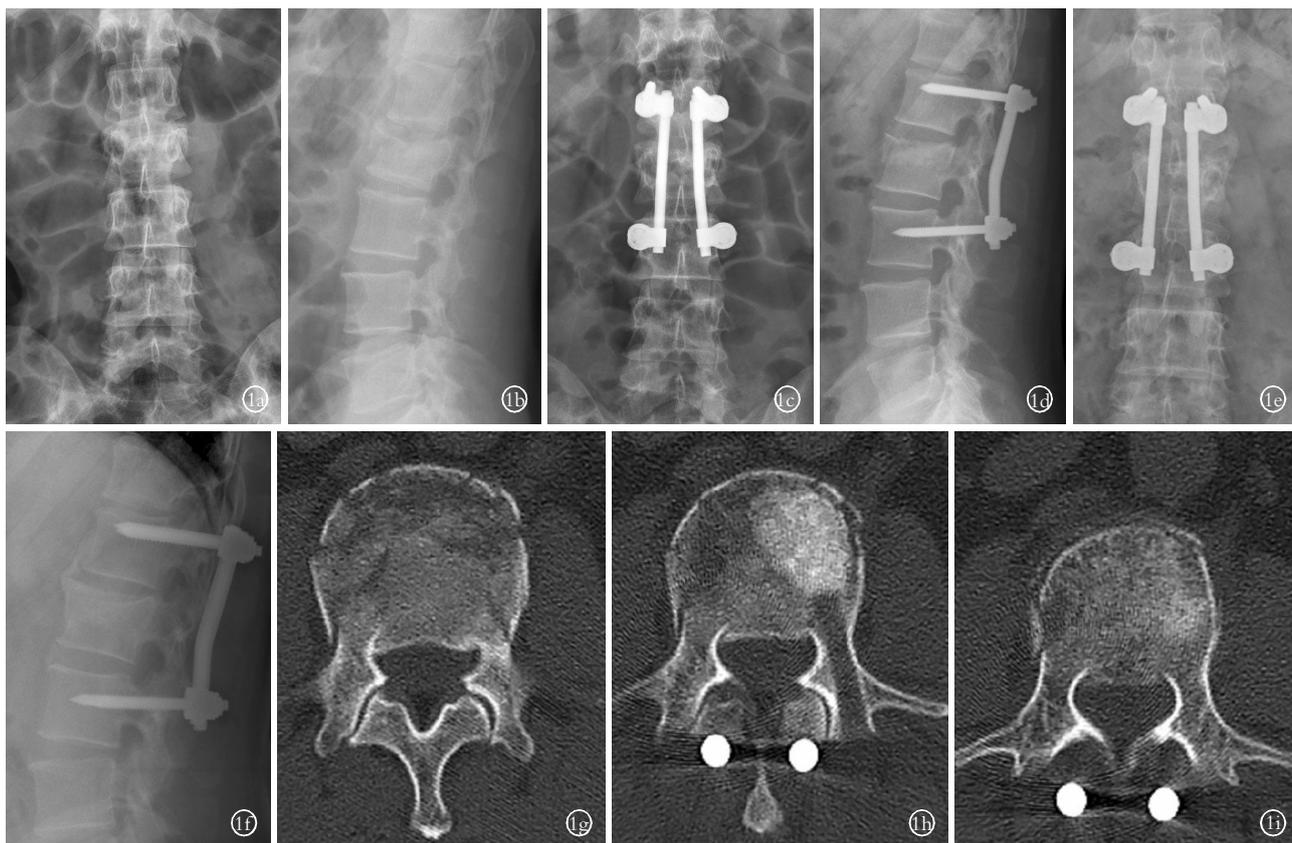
患者,男,48 岁,因高处坠落致 L₂ 爆裂性骨折 1a,1b. 术前腰椎正侧位 X 线示胸腰椎后凸,L₂ 椎体前中柱受损塌陷,椎弓根间距增宽 1c,1d. 术后 3 d 腰椎正侧位 X 线示后路短节段内固定,内固定在位,骨折复位良好 1e,1f. 术后 12 个月腰椎正侧位 X 线示骨折愈合良好,内固定在位 1g. 术前 CT 示 L₂ 椎体爆裂性骨折,骨折块突入椎管 1h. 术后 3 d CT 示经伤椎椎弓根椎体内自体髂骨植骨,植骨充分 1i. 术后 12 个月复查 CT 示 L₂ 骨折愈合良好
